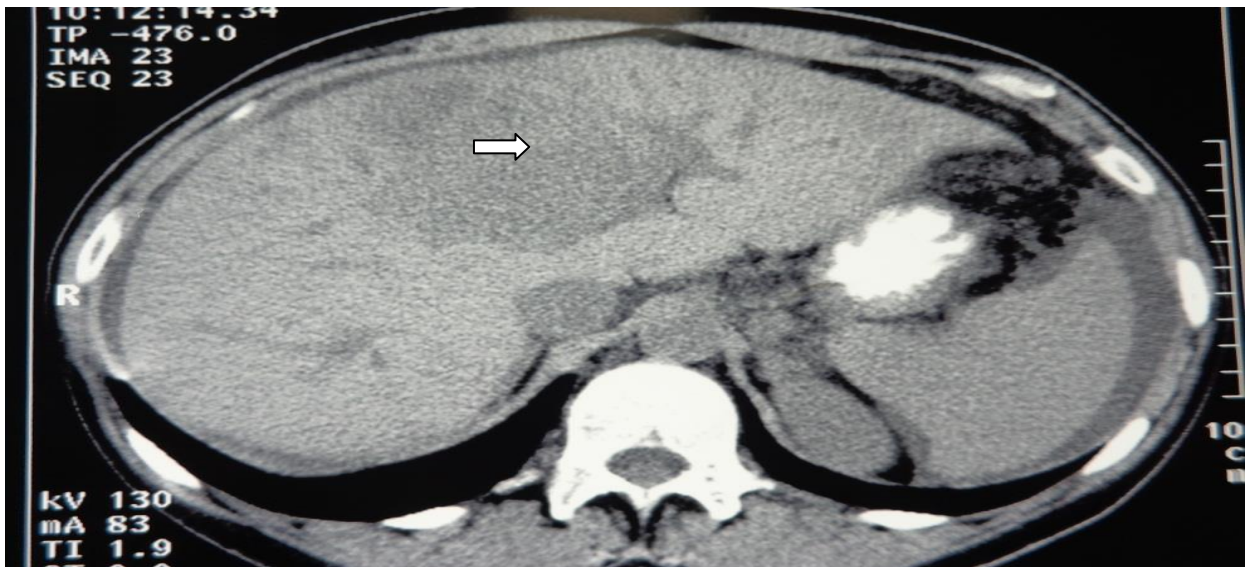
Компьютерная томограмма больной Ф. Картина альвеококкоза печени (центральное расположение), (стрелка).
